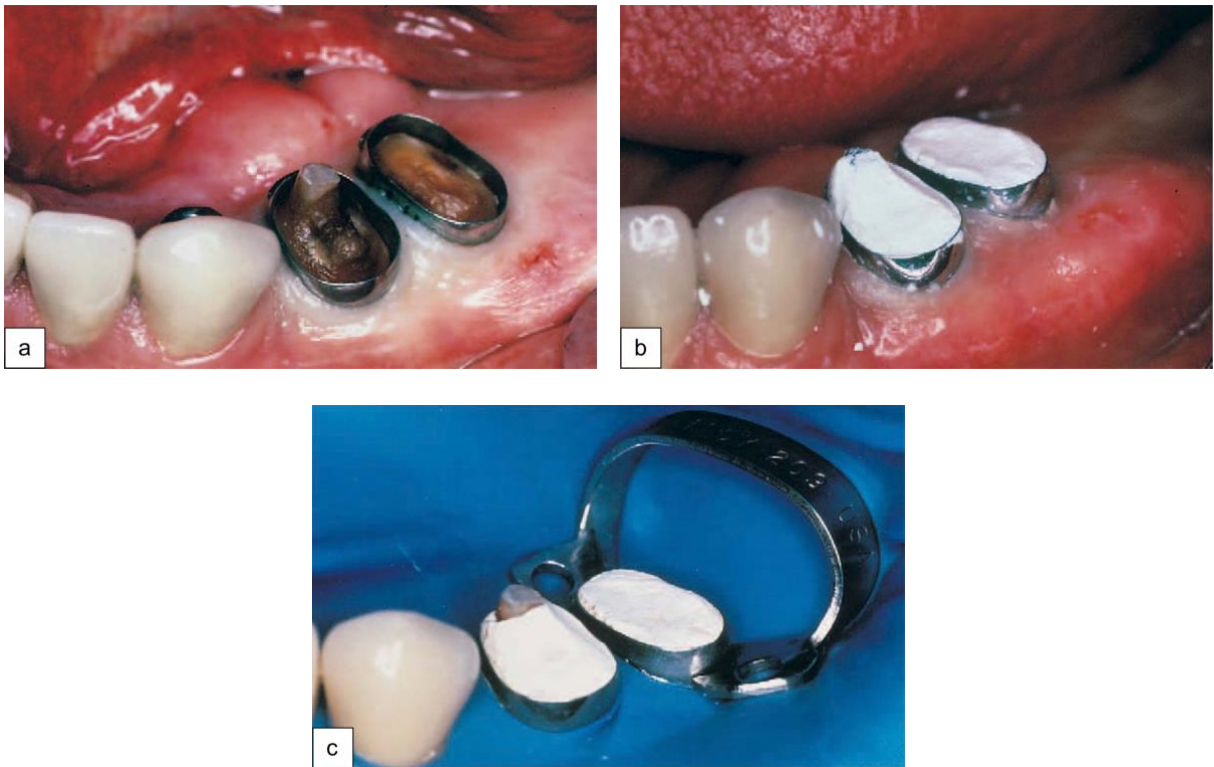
a. Bagues orthodontiques métalliques sur 34 et 35. b. Scellement des bagues avec un IRM. c. Pose du crampon prémolaire et de la digue. [6]*
